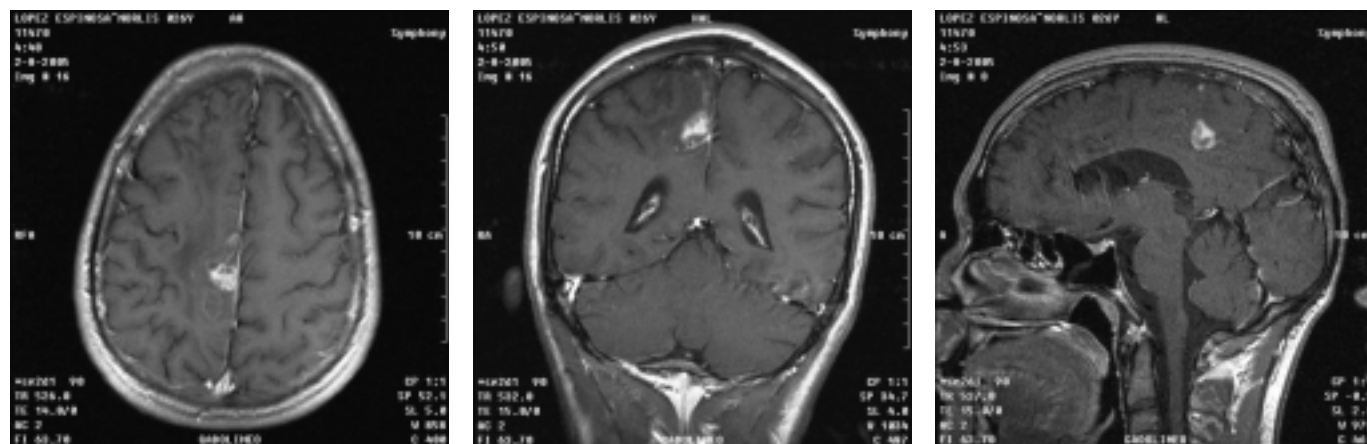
RMN con gadolinio donde se observa captación del medio de contraste por la lesión.
